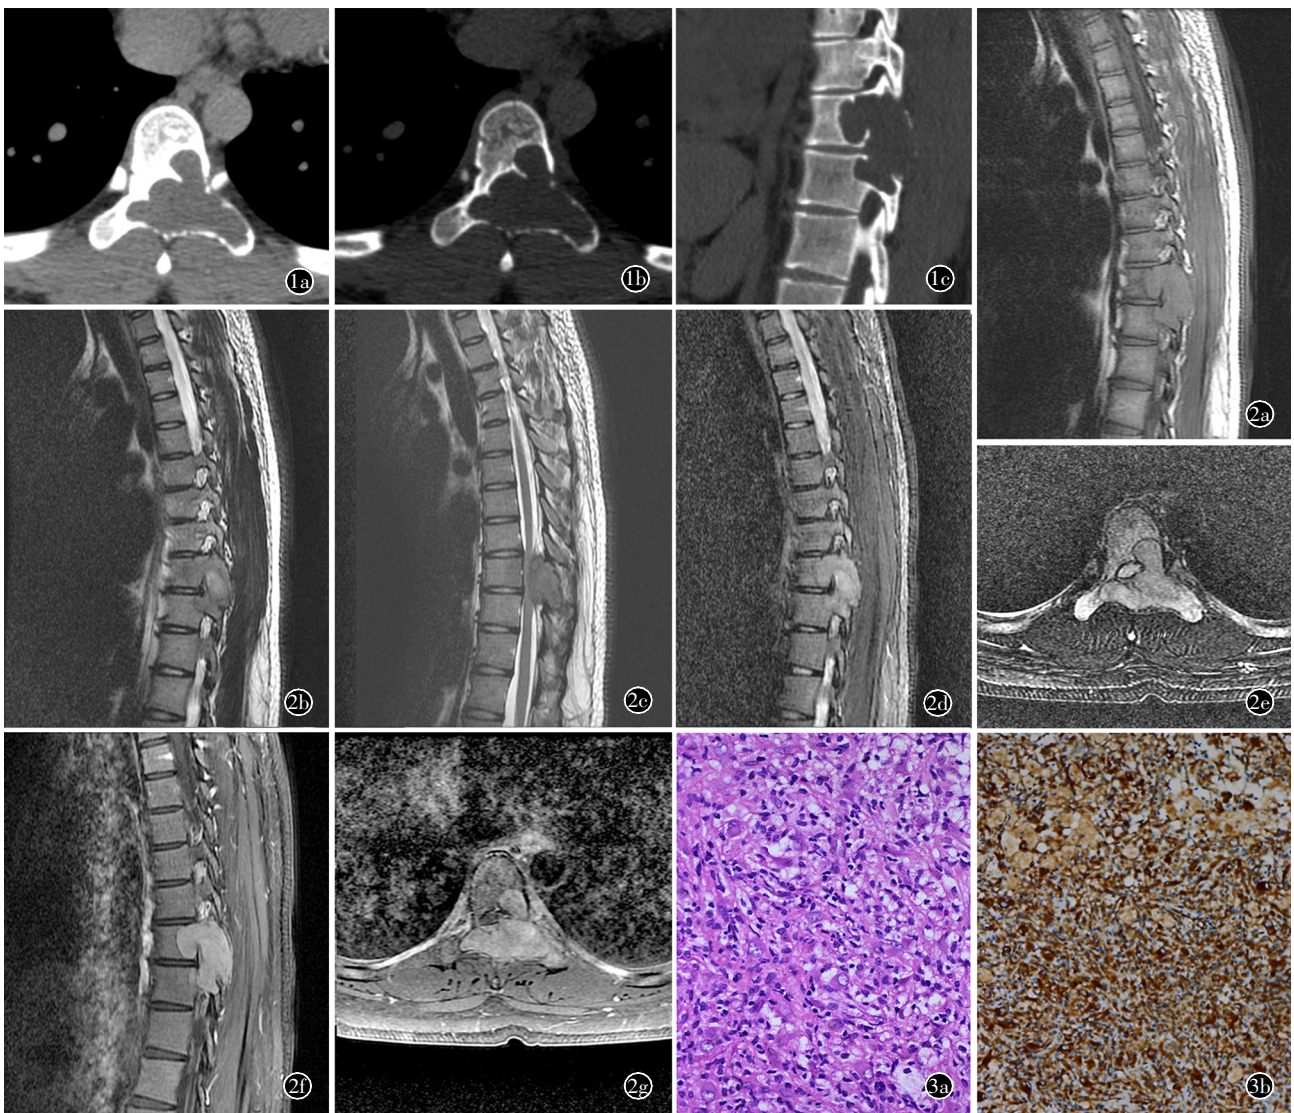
a)CT平扫轴位软组织窗;b)CT平扫轴位骨窗;c)CT平扫矢状位重建示胸9、胸10椎体及附件偏心性、膨胀性骨质破坏,伴骨皮质变薄、局部不连续,病灶大小约5.2 cm×3.4 cm×5.0 cm,CT值约32~37 HU,边界清楚,可见硬化边及残留骨嵴,硬化边以髓腔侧明显。 图2 a)矢状位T₁WI示病灶呈等信号,信号较均;b)矢状位T₂WI示病灶以等/稍低信号为主,中央见小片状稍高信号;c)矢状位T₂WI另一层面示病灶局部突向椎管内,胸9~10节段胸髓受压,椎管继发狭窄;d)矢状位压脂T₂WI示病灶呈不均匀稍高信号;e)横轴位压脂T₂WI示病灶局部突向椎管内,椎管继发狭窄;f)MRI增强矢状位,g)增强轴位示病灶呈不均匀明显强化,中央区强化更明显,相应椎管继发狭窄。 图3 a)镜下肿瘤细胞主要由旋涡状排列的梭形细胞构成,其间有少量泡沫细胞(HE,×400);b)免疫组化化学染色显示Vim(+)弥漫阳性(×200)。
